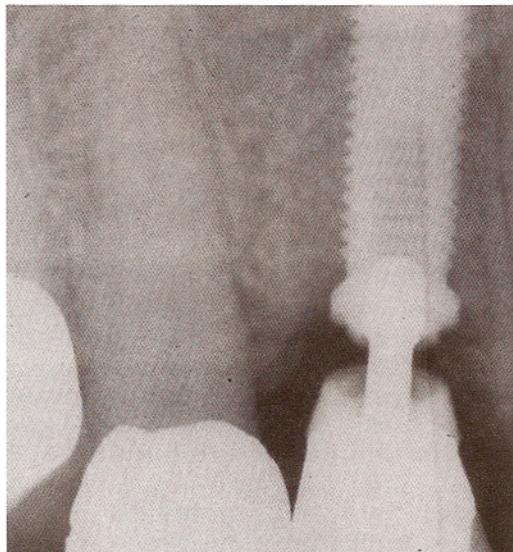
На рентгенограмме видно, что винт абатмента разболтался из-за неправильного затягивания.
